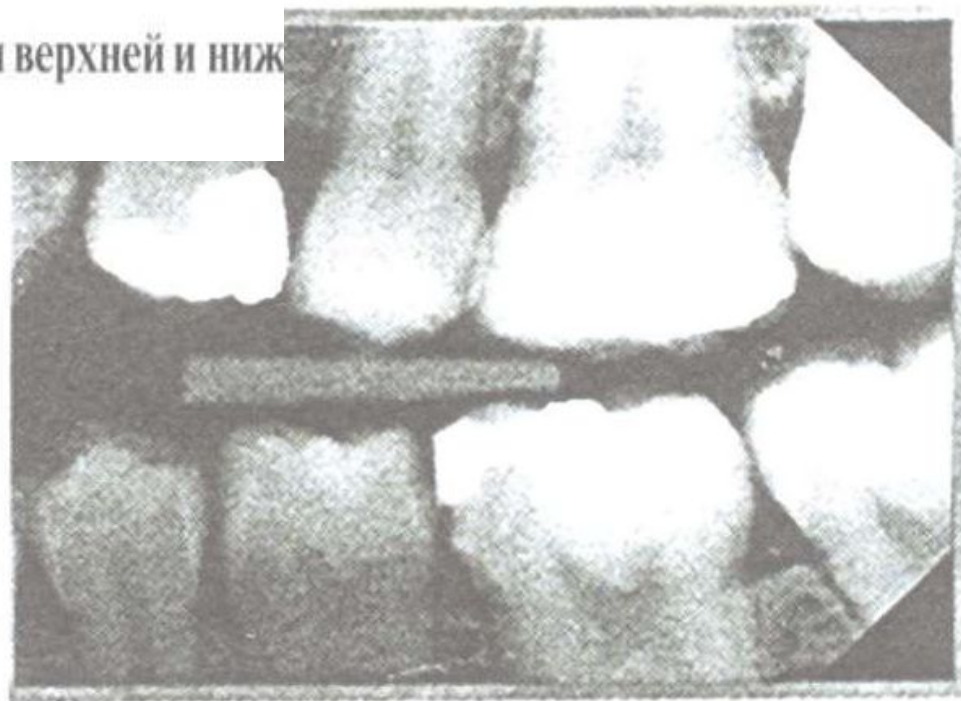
Внутриротовая интерпроксимальная рентгенограмма
